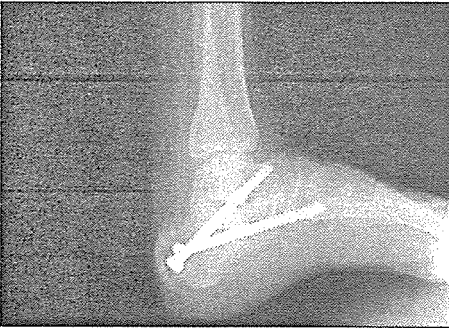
Aynı hastanın ameliyat sonrası yan grafisi
